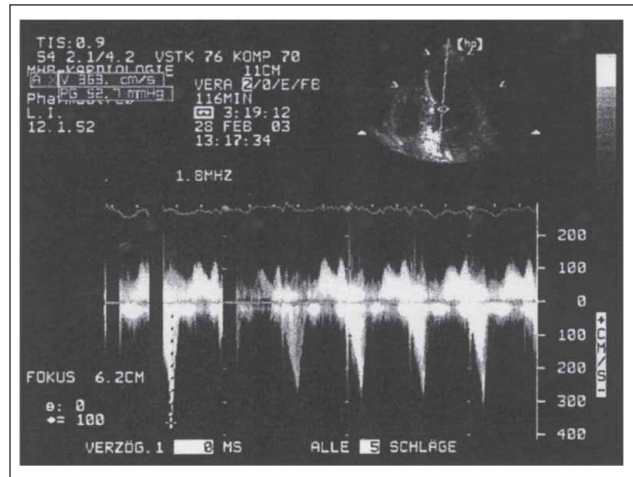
Doppler-Stress-Echokardiographie mit dynamischer Flussbeschleunigung im LVOT (Gradient 53 mmHg) unter High-dose-Dobutamin-Stimulation
